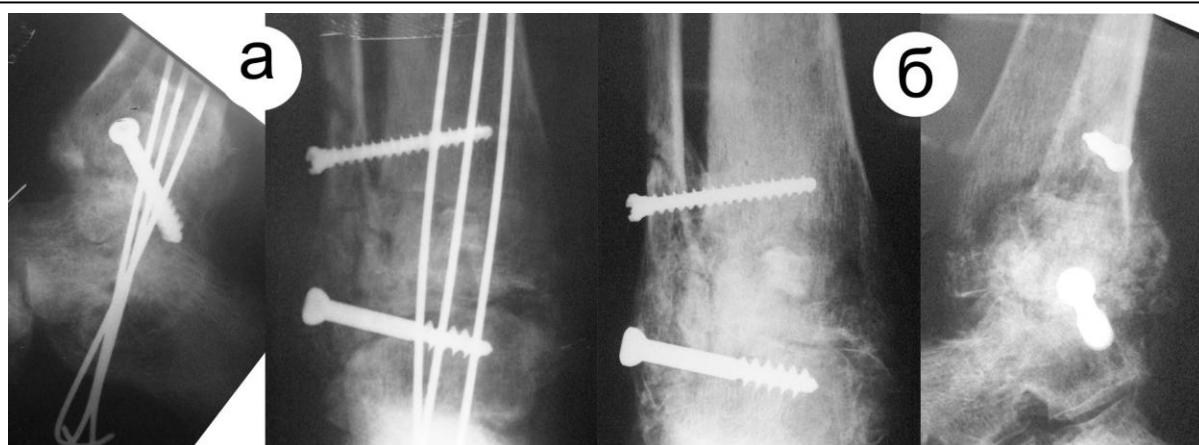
Рентгенограммы больной Е., 35 л.. (и.б. № 23837): а) день операции через 2,5 мес. после травмы; б) через 3,5 мес. после операции артродеза голеностопного сустава, костный анкилоз состоялся
